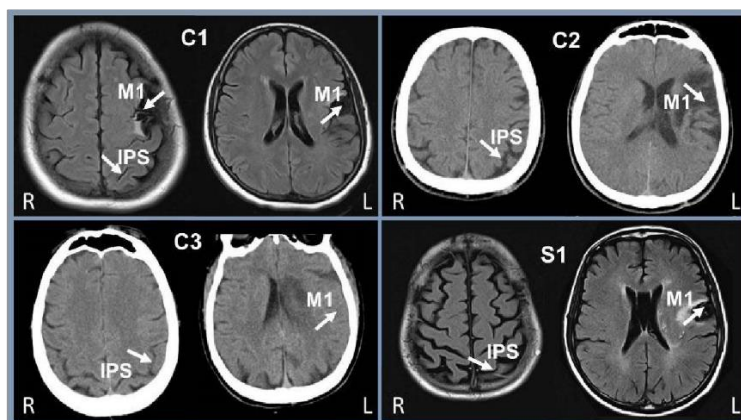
Computed tomography (patients C2 and C3) and magnetic resonance image (patients C1 and S1) showing the spared intraparietal sulcus and the affected primary motor cortex. IPS = intraparietal sulcus; M1 = primary motor cortex; C1-3 = treated patients; S1 = sham patient. L = left side of the brain; R—right side of the brain.
